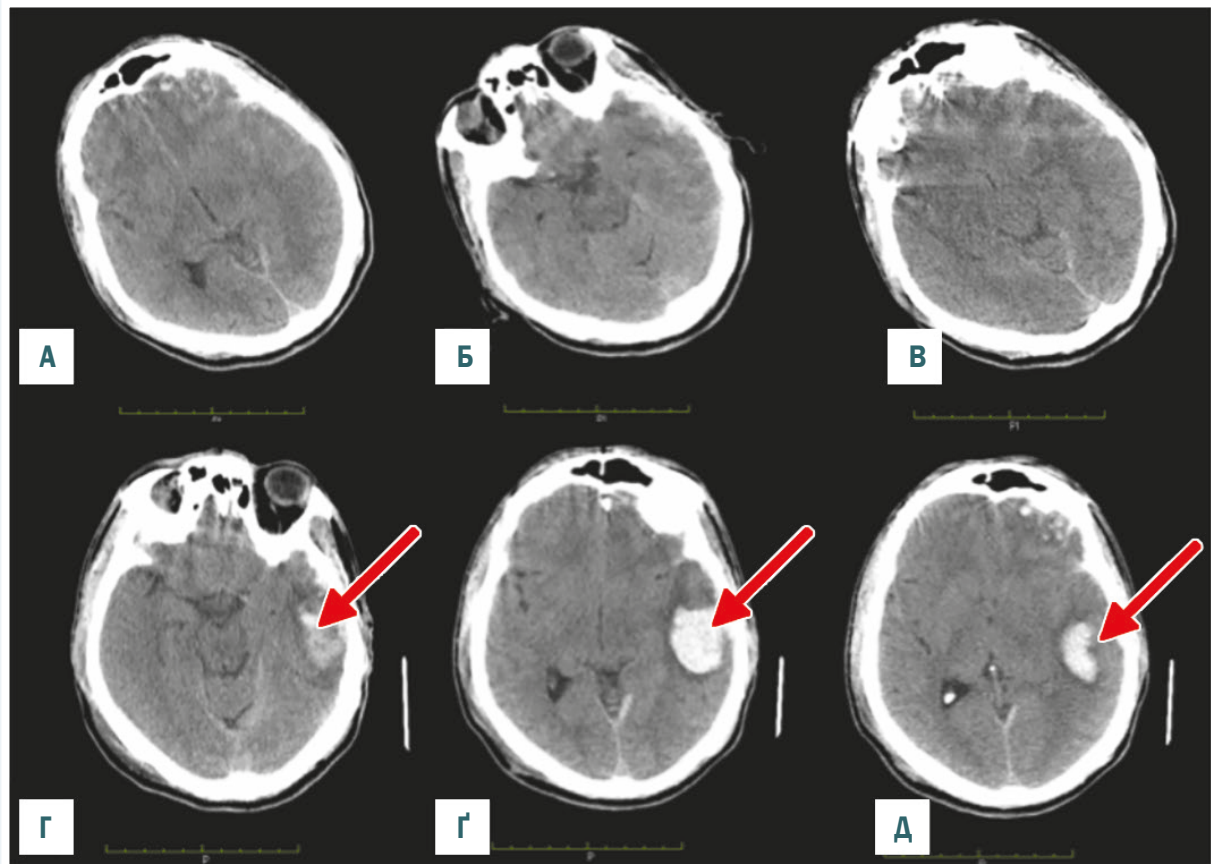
Серія комп'ютерних томографій пацієнта К., 32 років. А, Б, В – КТ під час госпіталізації виявила ділянки ЗГМ у лівій лобній і скроневій долях. На момент надходження свідомість порушена за типом поверхневого приглушення, 13 балів за ШКГ. Г, Г, Д – контрольна КТ після клінічного погіршення через 4 години після госпіталізації, рівень свідомості 8 балів за ШКГ. Масивна ВГПЗ і формування внутрішньомозкової травматичної гематоми (стрілка).
